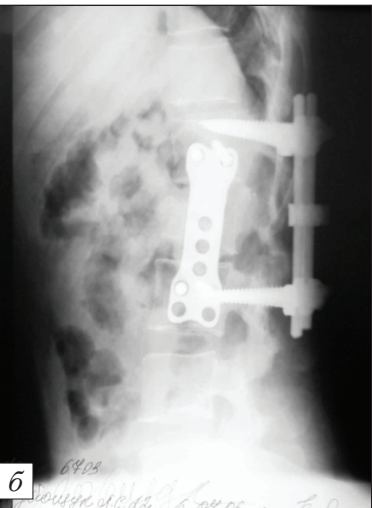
Рентгенограммы пациента со сгибательно-люксационным переломом тела L_{II} (тип В1.2.3., по [7]). Разрушены передний и средний столбы и задний столбы. Задние отделы тела внедряются в позвоночный канал, вызывая его стеноз и сдавление дурального мешка.
